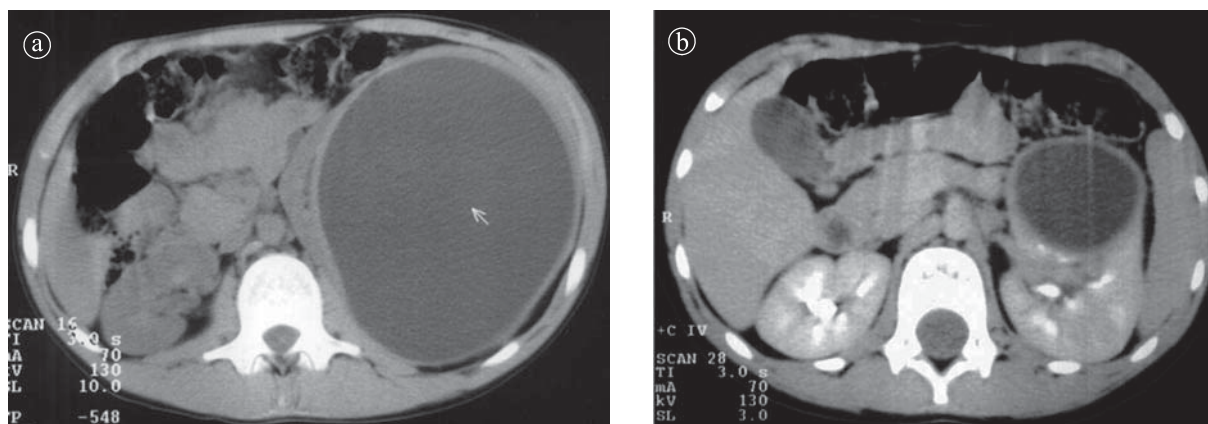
Chist hidatic renal în stânga. Secțiuni CT. a) Precontrast. b) Postcontrast. Formațiune chistică cu perete propriu, cu iodofilie la nivelul peretelui
